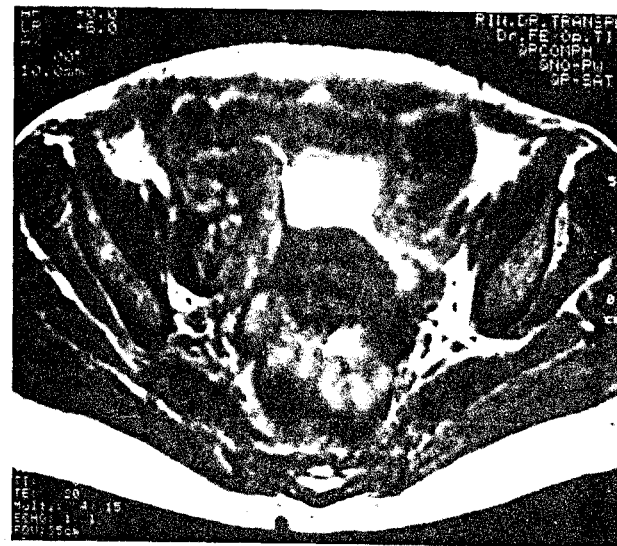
Aspect RMN al rinichiului transplantat în secvențele cu ponderare T1 (A) și respectiv T2 (B)
